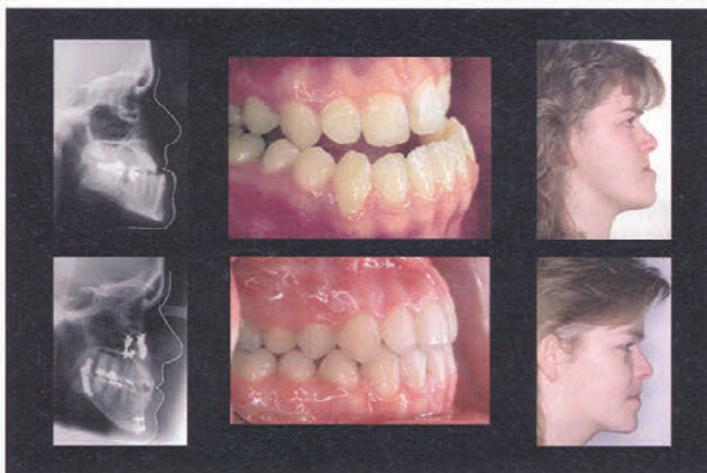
Seitliches Fernröntgenbild, intraorale und extraorale Ansicht der Patientin C. L. mit maxillärer Retrognathie und mandibulärer Prognathie vor Beginn der kieferorthopädisch-kieferchirurgischen Behandlung (oben links, Mitte und rechts); entsprechende Ansichten nach Abschluss der Kombinationsbehandlung mit Umstellungsosteotomie auf Le Fort I-Ebene, sagittaler Spaltung des Unterkiefers und Kinnkorrektur (unten links, Mitte und rechts).
